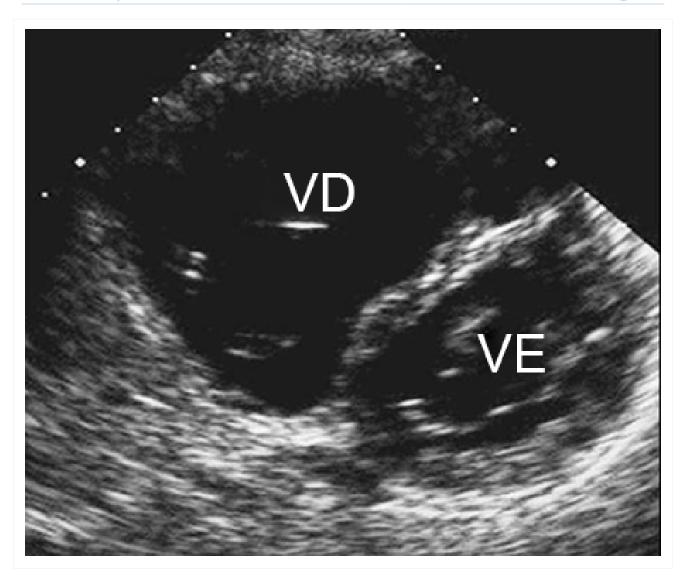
Imagem de ecocardiografia de eixo curto paraesternal revelando dilatação do ventrículo direito em um paciente com defeito do septo atrial (DSA). VE: ventrículo esquerdo, VD: ventrículo direito
